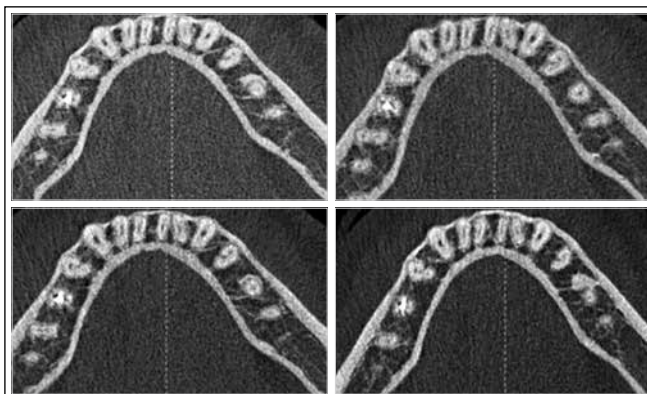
Компьютерная томография. Эностоз в области зуба 3.5
